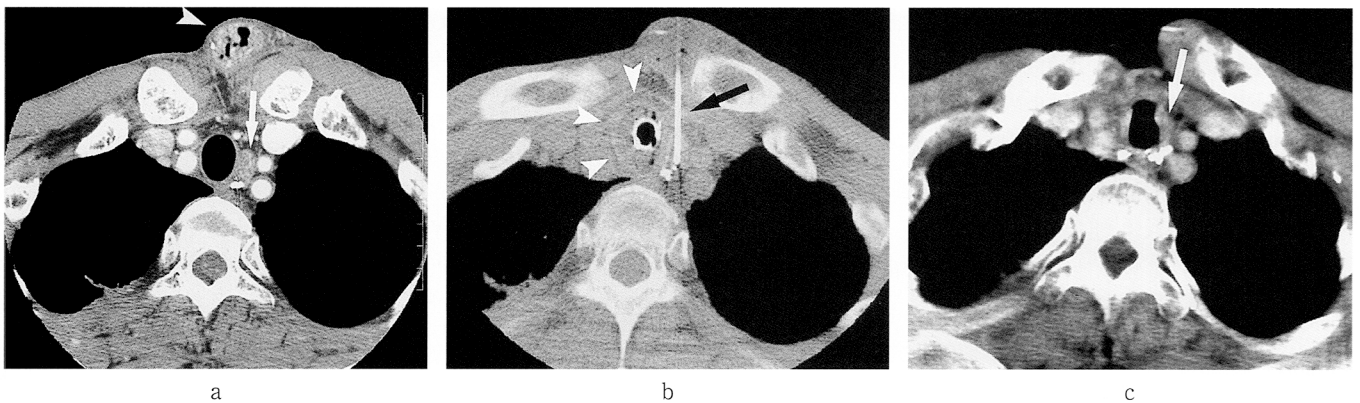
(a) 治療前の造影 CT 画像では、左上縦隔の気管に接して長径1.8cm大の造影効果を有するリンパ節転移（矢印）が見られている。矢頭は再建した胃管を示している。(b) 治療中の CT 透視画像では、電極針（矢印）が胃管を経由してリンパ節内に刺入されている。気管内には冷却した生理食塩水で満たされたカフ（矢頭）が見られている。(c) 治療後16ヶ月の造影 CT 画像では、リンパ節（矢印）は著明に縮小し、造影効果も見られず、完全に焼灼されたことを示している。
